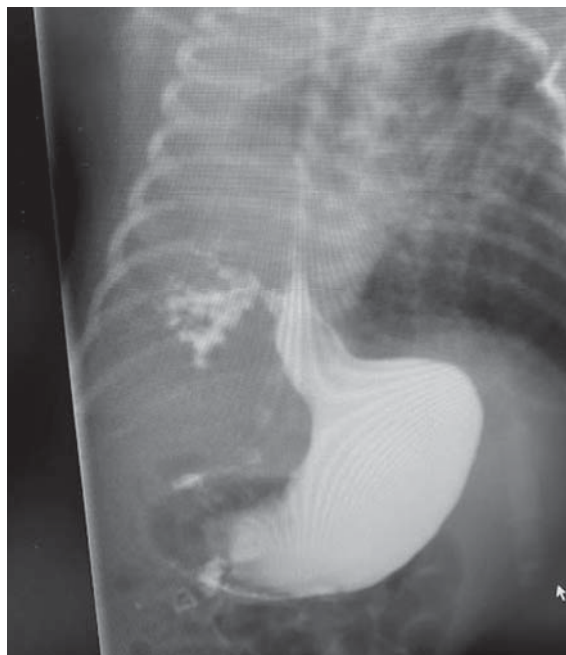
Рентгенконтрастное исследование верхних отделов желудочно-кишечного тракта с водорастворимым контрастом
